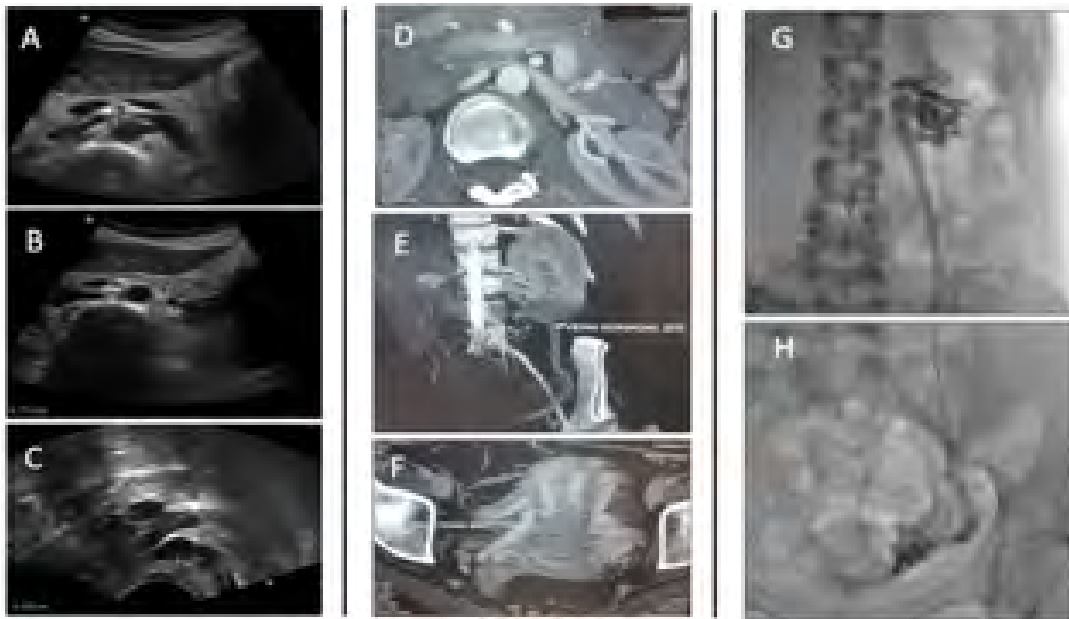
A, B y C. Ecodoppler color con signos de síndrome de Nutcracker. D, E y F. Angiotomografía. Signos de compresión severa de vena renal izquierda con derivación por vena gonadal izquierda. G y H. Signos radiológicos de Nutcracker con insuficiencia gonadal.
